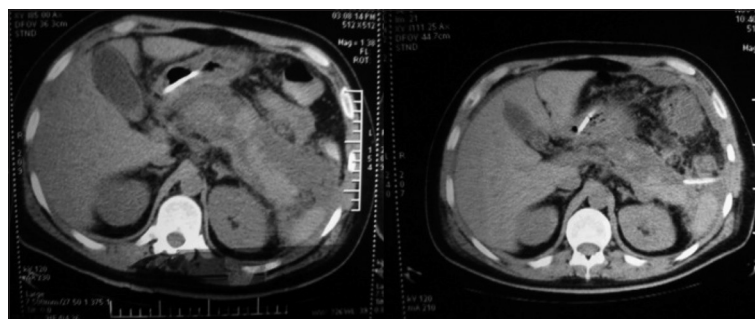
Imagen de tomografía computada de un paciente con una necrosis infectada antes y después de la instalación de un drenaje percutáneo y salida de 120 cc de pus.
